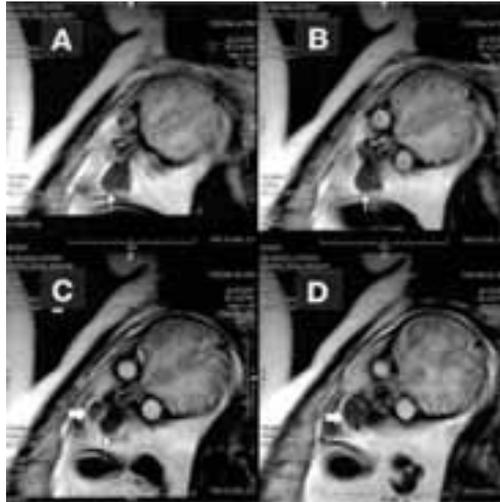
MRI Fetal las dos imágenes A y B muestran el épulis congénito maxilar (Flecha delgada) y la imagen C y D un épulis inferior (Flecha gruesa).¹⁰⁵
